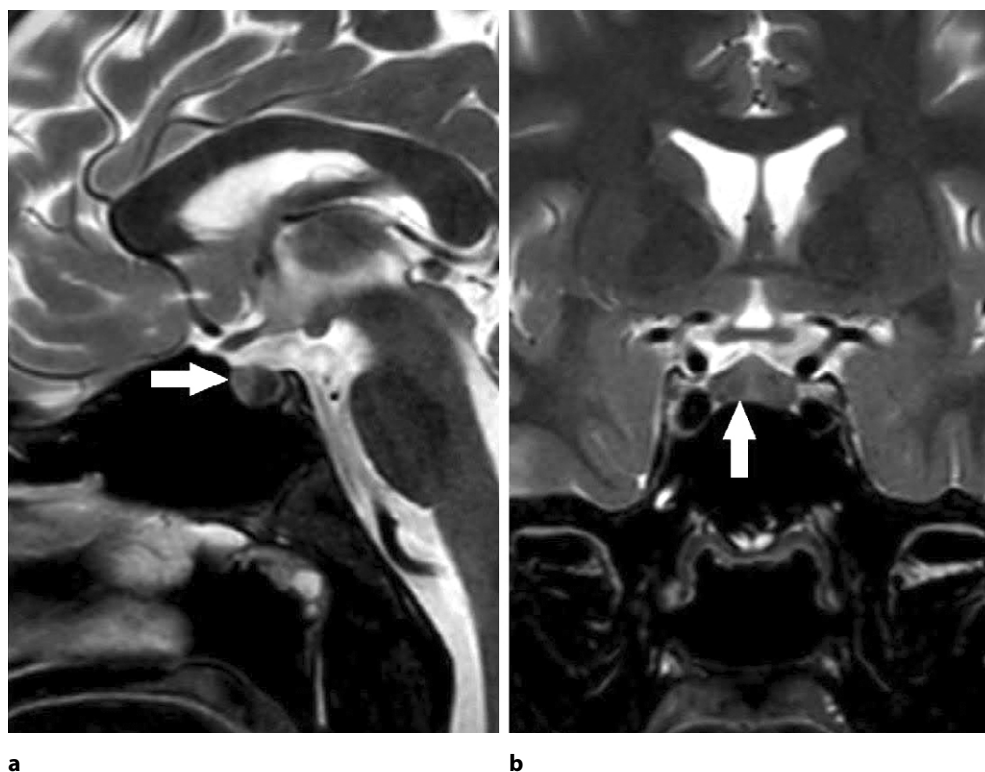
МРТ гипоталамо-гипофизарной области без контрастного усиления в сагиттальной (а) и корональной (б) плоскостях пациента Д. (стрелками указаны области гипофиза неоднородной структуры)
